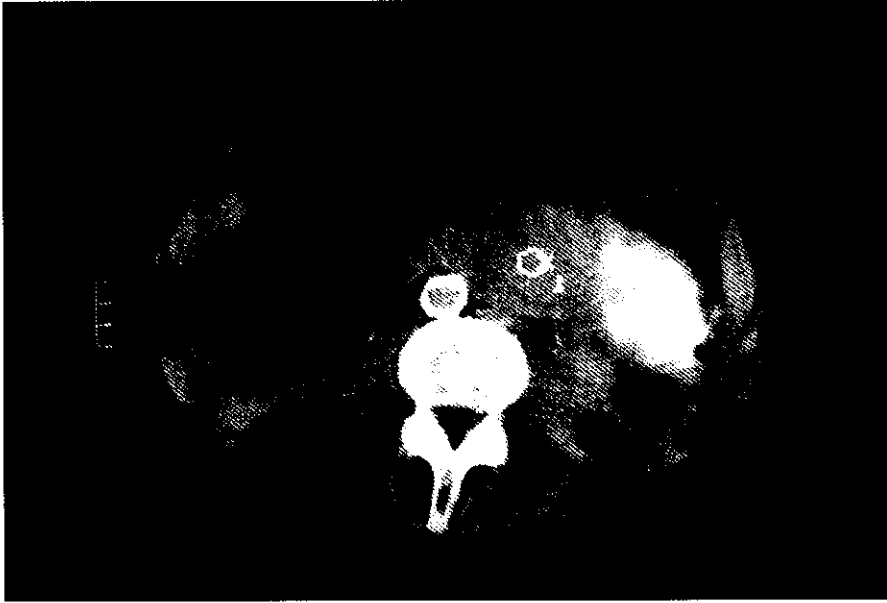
TC abdominal. Hematoma perirrenal derecho.
